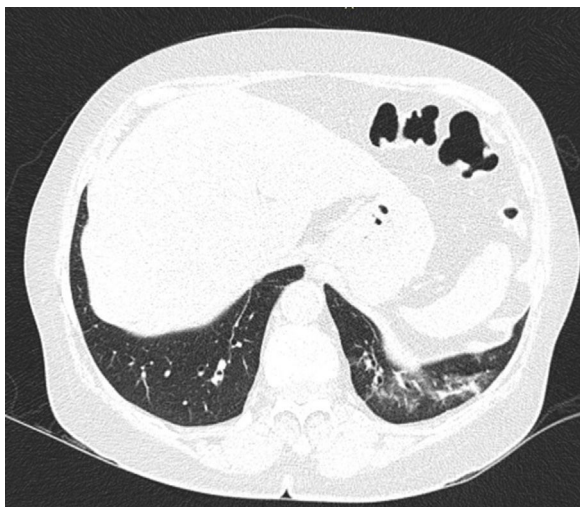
Tomografía de tórax de mujer de 62 años con artritis reumatoide seropositiva de larga evolución y enfermedad pulmonar intersticial.
